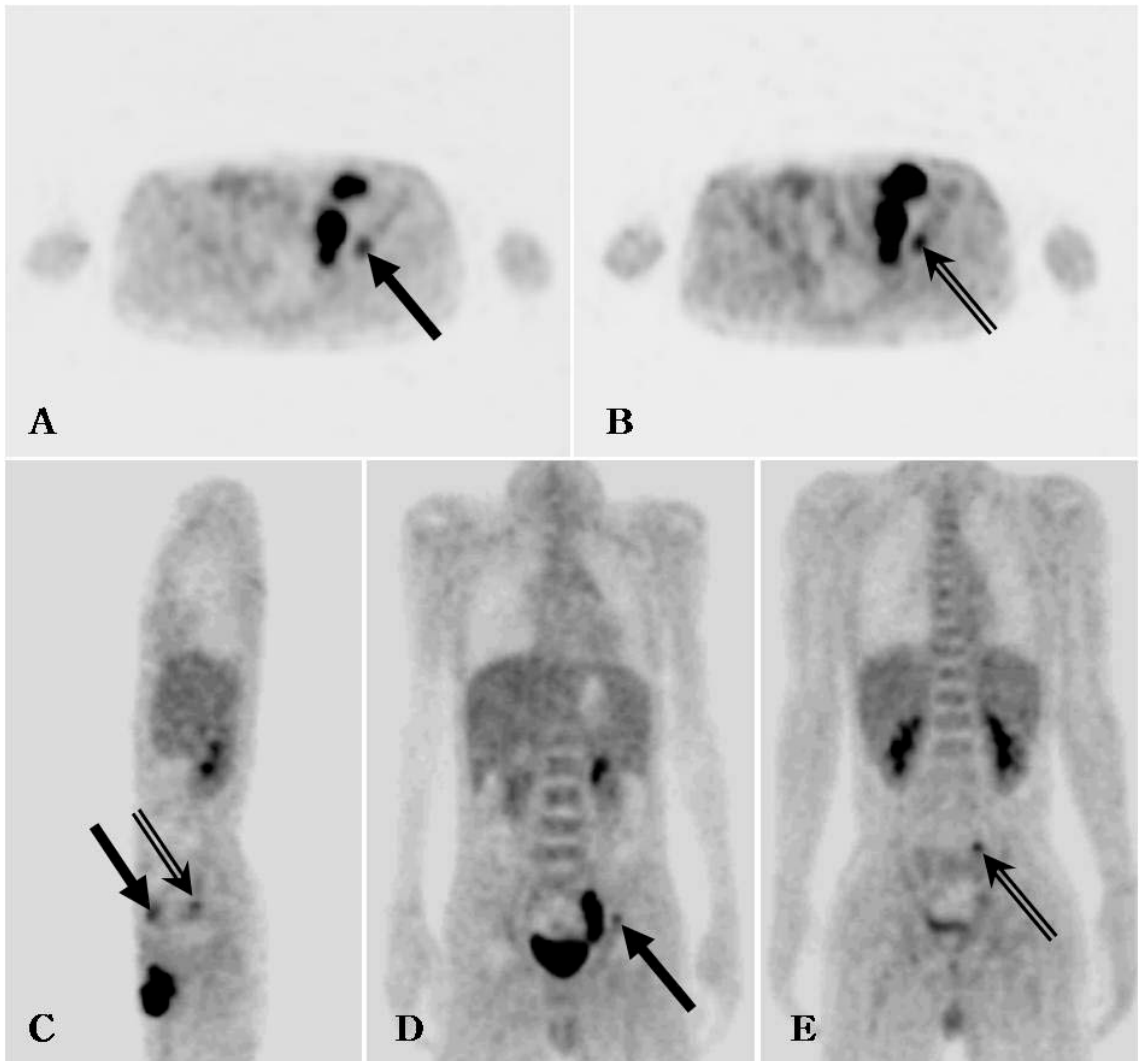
A case of pediatric non-Hodgkin lymphoma patient : increased bone marrow uptake in  $^{18}\text{F}$ FDG PET without lymphomatous infiltration in bone marrow aspiration and biopsy (single arrow : left ilium, double arrow : left sacrum, A, B : axial image, C : sagittal image, D, E : coronal image)
